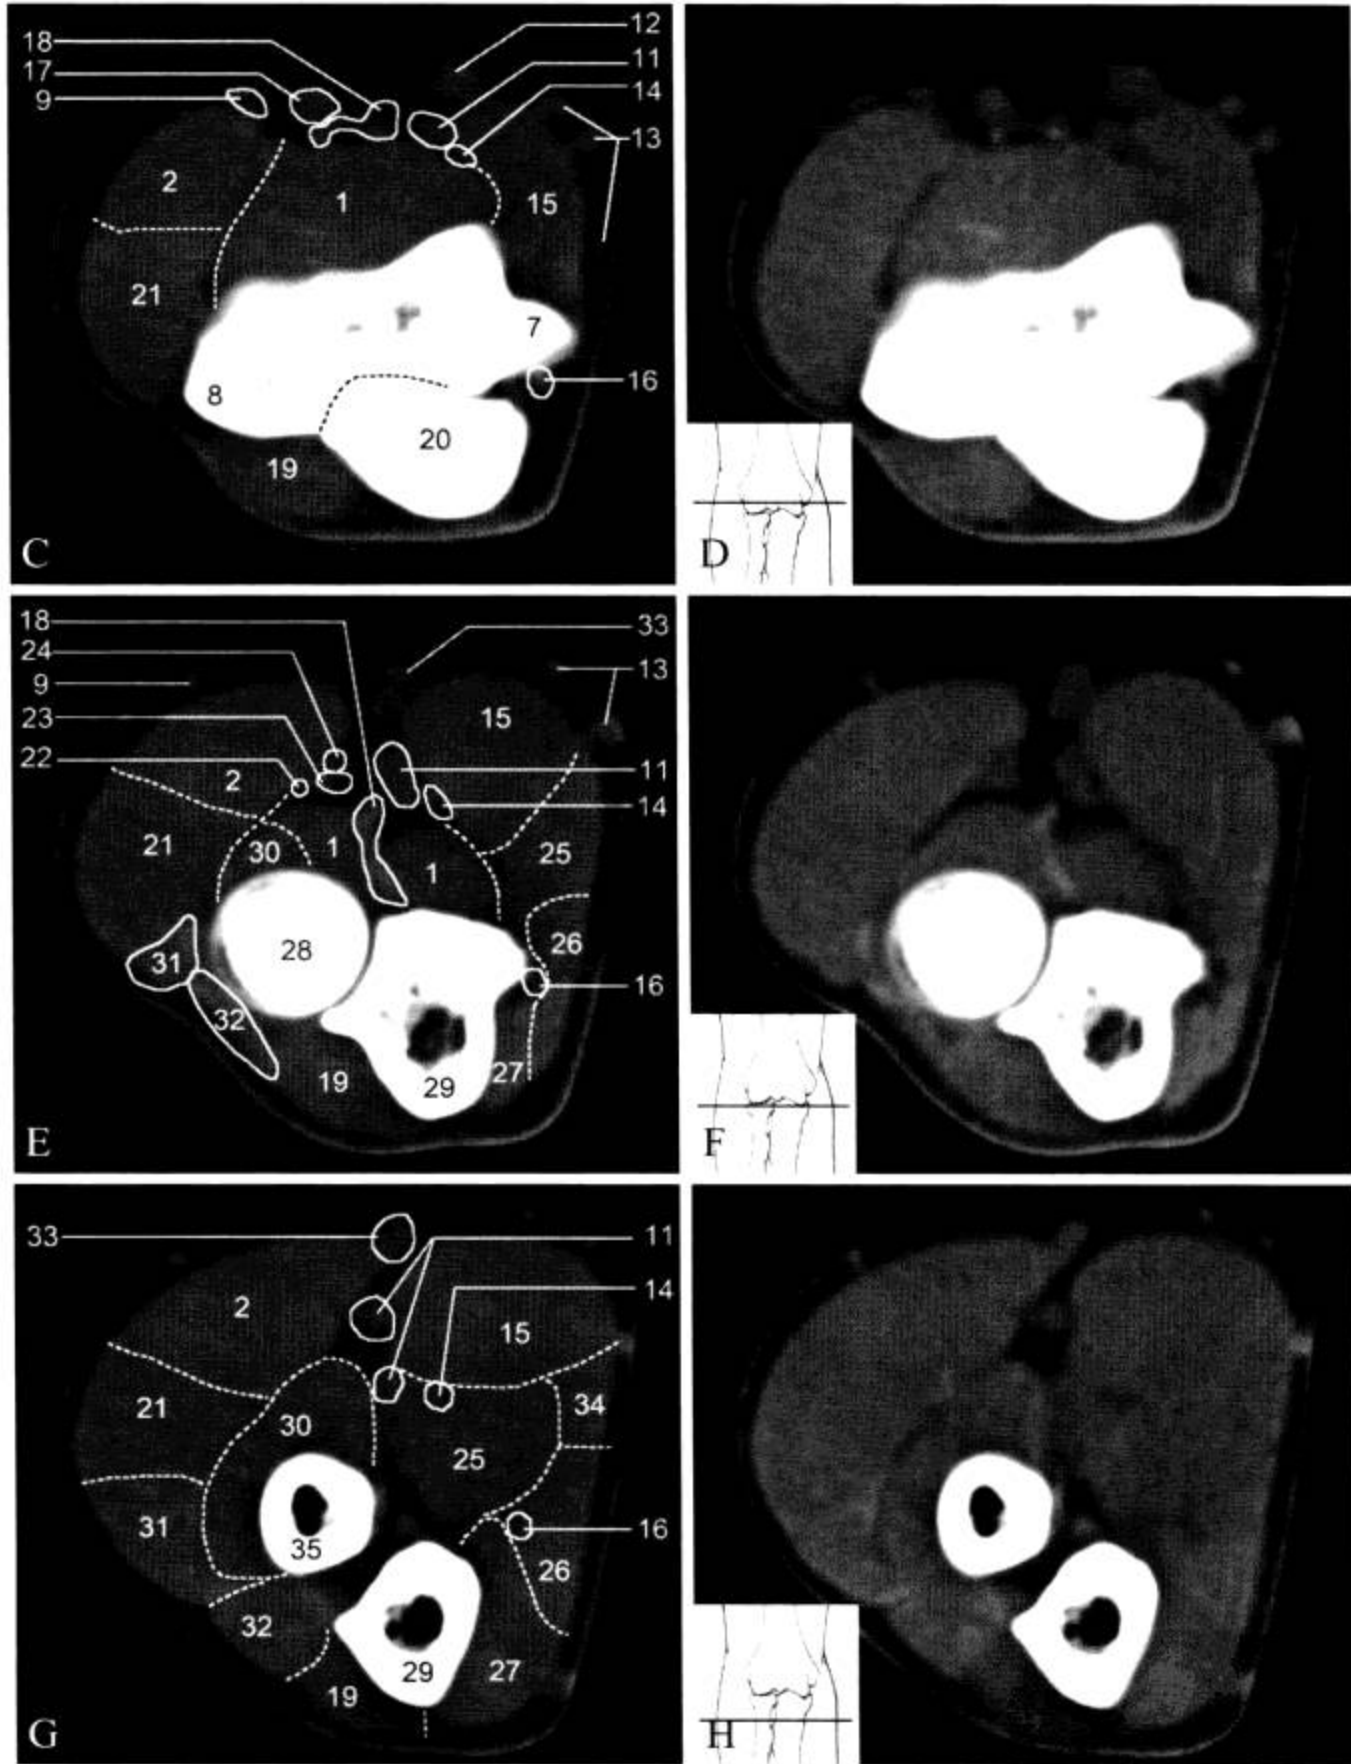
肘关节 CT 横断面 (窗宽 400 Hu, 窗位 100 Hu)
